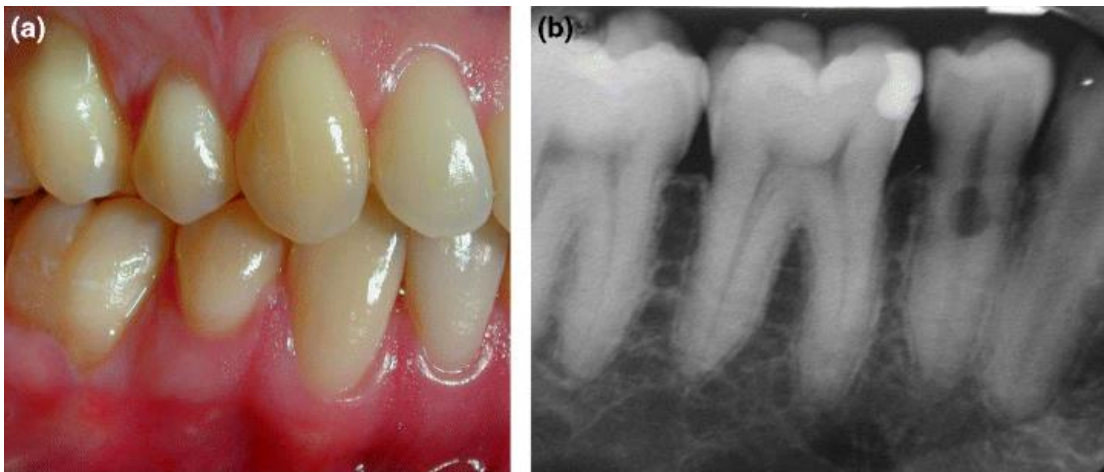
(a) Vista bucal del cuadrante inferior derecho; (b) radiografía del cuadrante inferior derecho que revela una radiolucencia cervical en el premolar inferior derecho.
